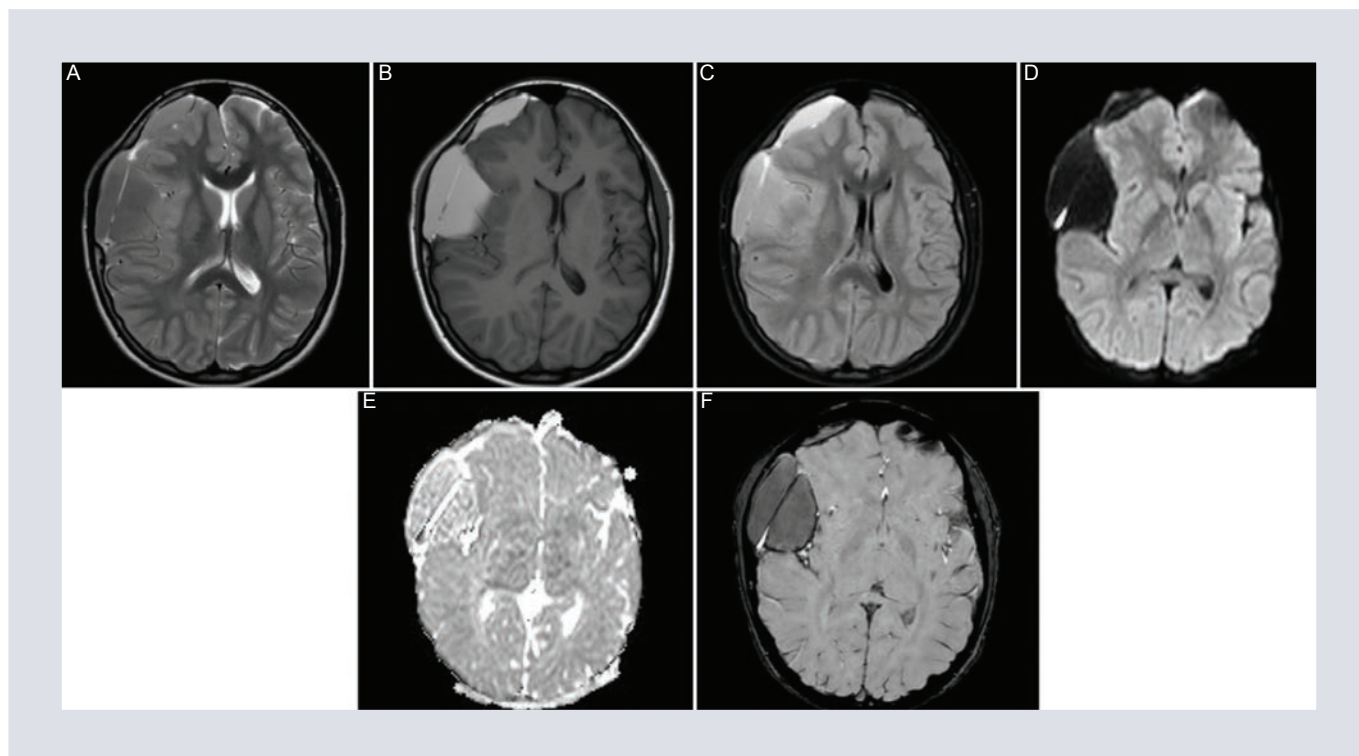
Resonancia magnética con reforzamiento. A: T1. B: T2. C: FLAIR. D: b1000. E: ADC. F: SWIP en adquisición transaxial. Se observan una colección subdural con dimensiones aproximadas de 5.8 x 3.8 x 8.7 cm en sentidos rostrocaudal, transversal y dorsoventral y una colección frontal derecha con dimensiones de 4.7 x 1.5 cm en sentidos rostrocaudal y transversal. D-E: zona focal de restricción a la difusión. F: SWIP, con anillo hipointenso en relación con depósitos de material paramagnético.
